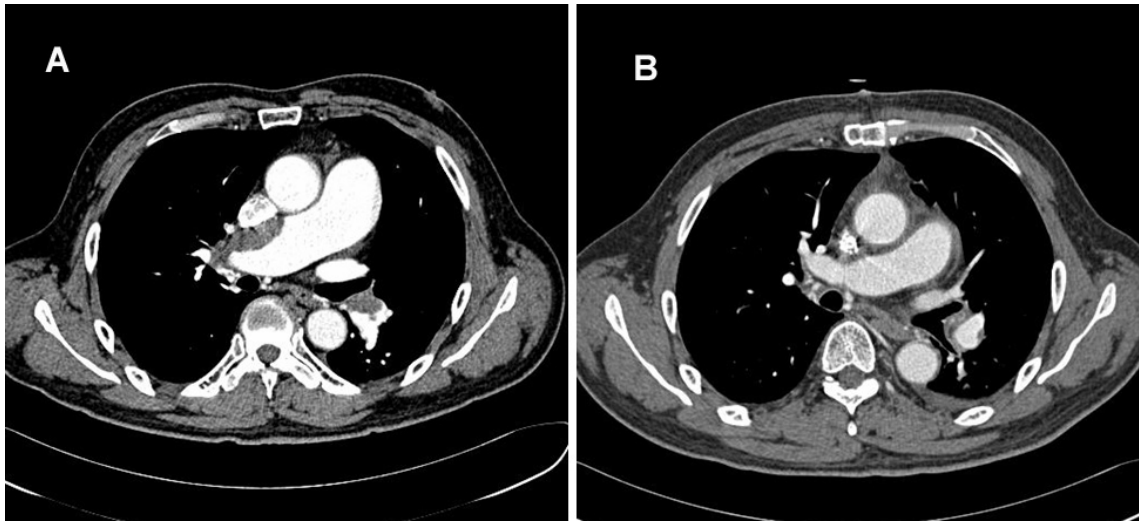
Helical CT shows preoperative typical thromboembolic lesion, beginning in the major pulmonary vessels (A) and restoration of pulmonary artery blood flow at postoperative follow-up (B)
